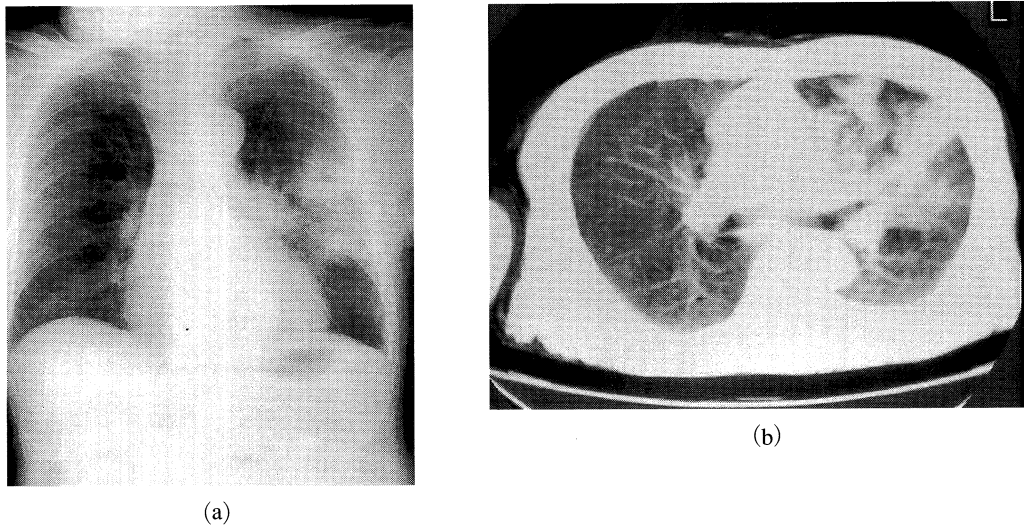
a) Chest radiograph on admission, showing patchy infiltrations in the left middle lung field. b) Chest CT scan showing patchy infiltrations in the left S² and the lingular lobe.
